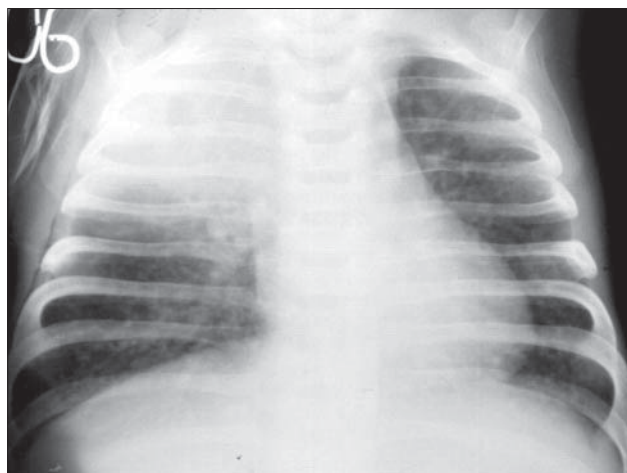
Bronhopneumonia pseudolobară. Radiografie toracică AP. Multiple opacități miliare diseminate în ambii câmpi pulmonari. Opacitate omogenă a lobului superior drept.
